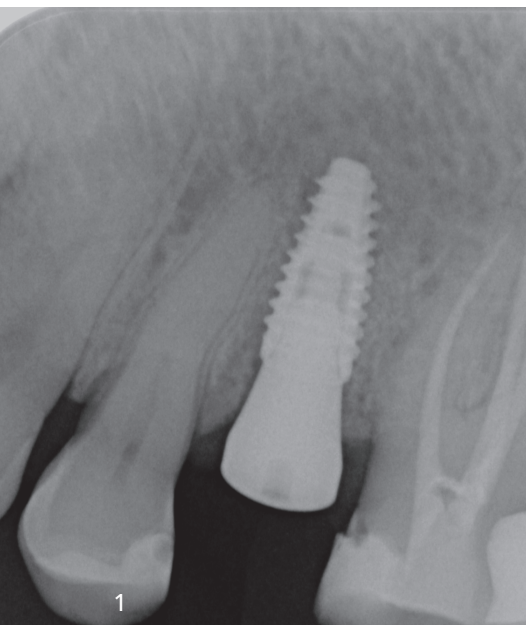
Röntgenologisches Bild nach Implantation. – Abb. 2: Klinische Situation mit erhöhter TST.
